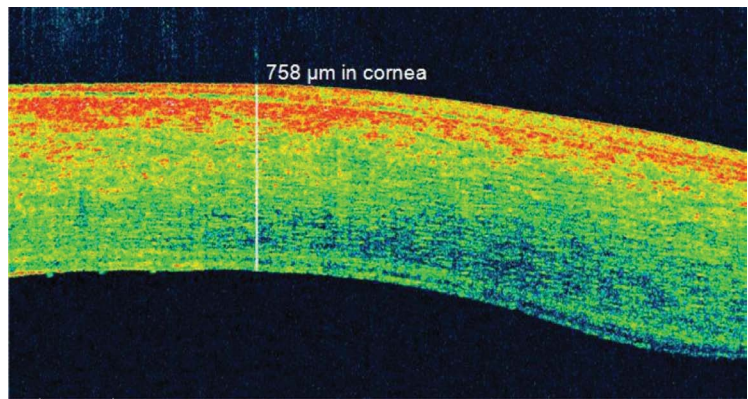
ОКТ-томограмма роговицы пациента с ЭЭД роговой оболочки основной группы через 1 месяц после лечения
